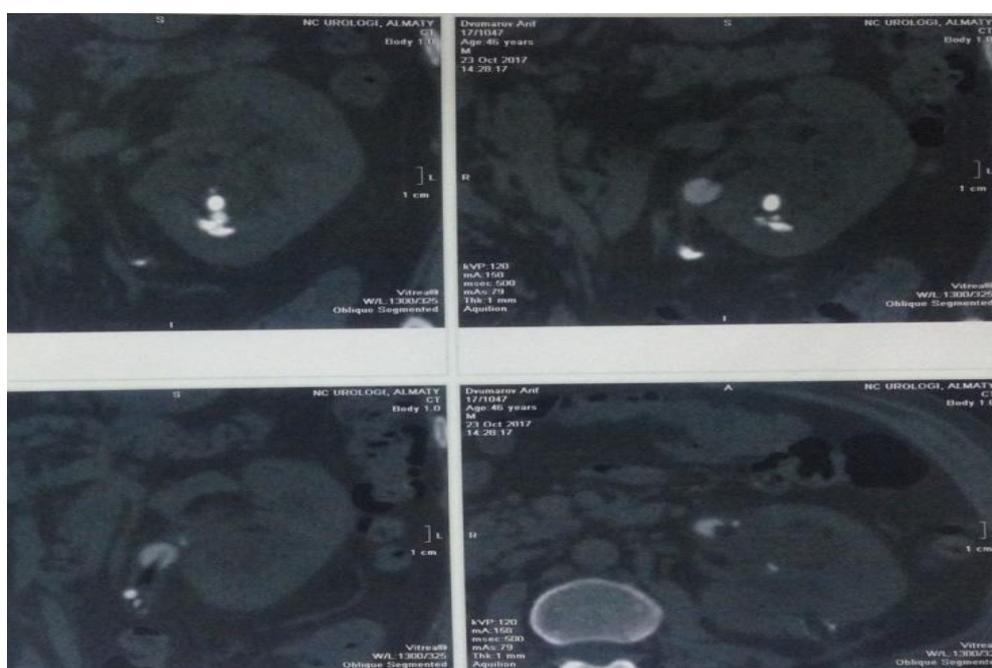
Компьютерная томография почек пациента Д.А.
